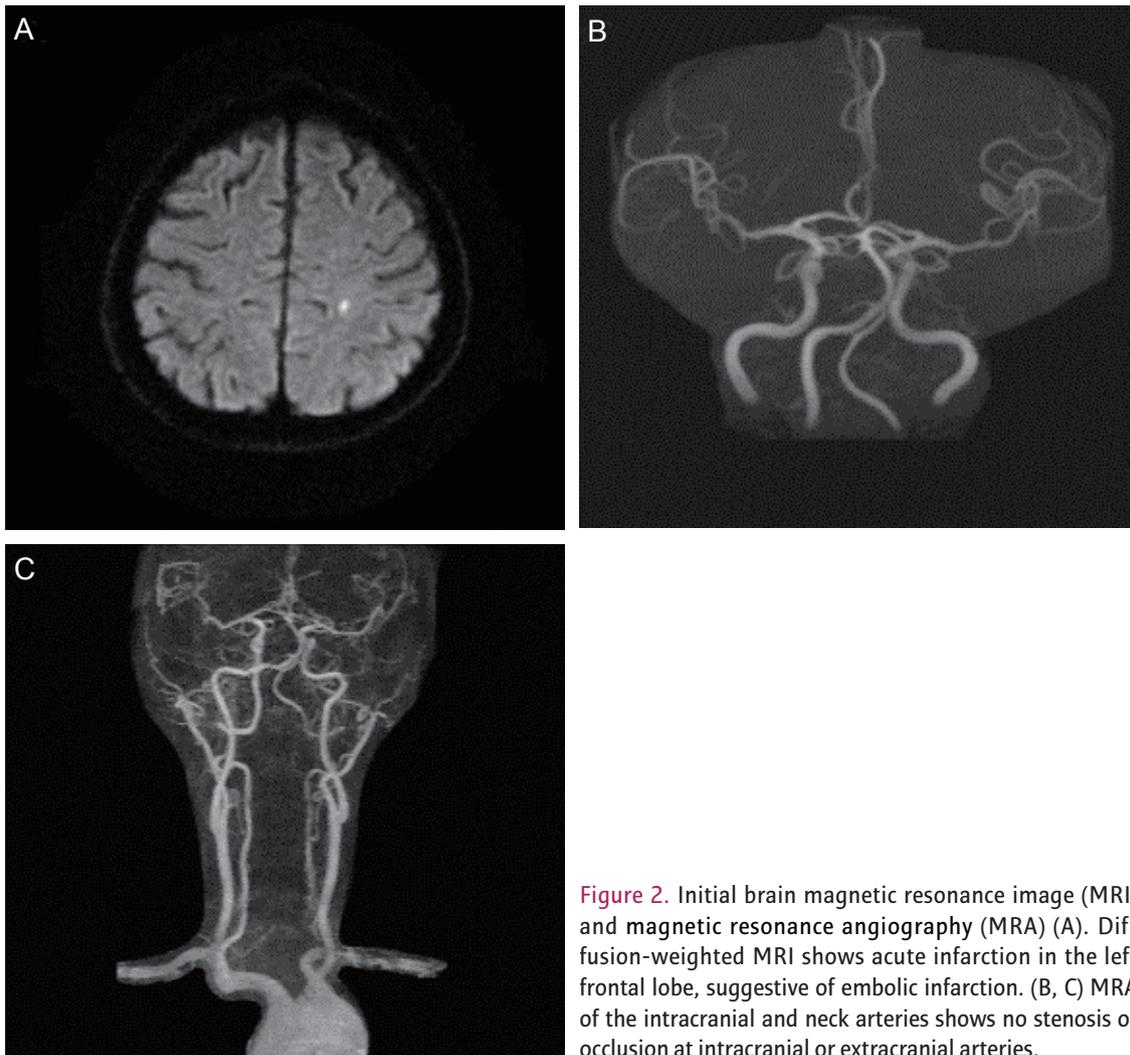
Initial brain magnetic resonance image (MRI) and magnetic resonance angiography (MRA) (A). Diffusion-weighted MRI shows acute infarction in the left frontal lobe, suggestive of embolic infarction. (B, C) MRA of the intracranial and neck arteries shows no stenosis or occlusion at intracranial or extracranial arteries.
